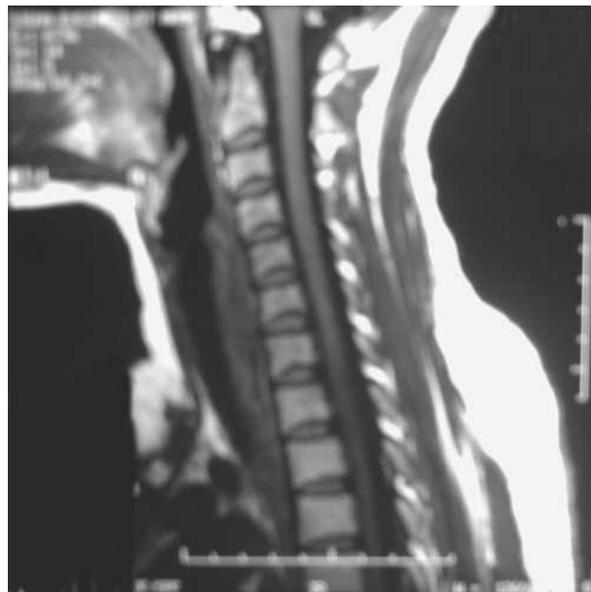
Coupe sagittale médiane IRM en pondération T1 du cou
